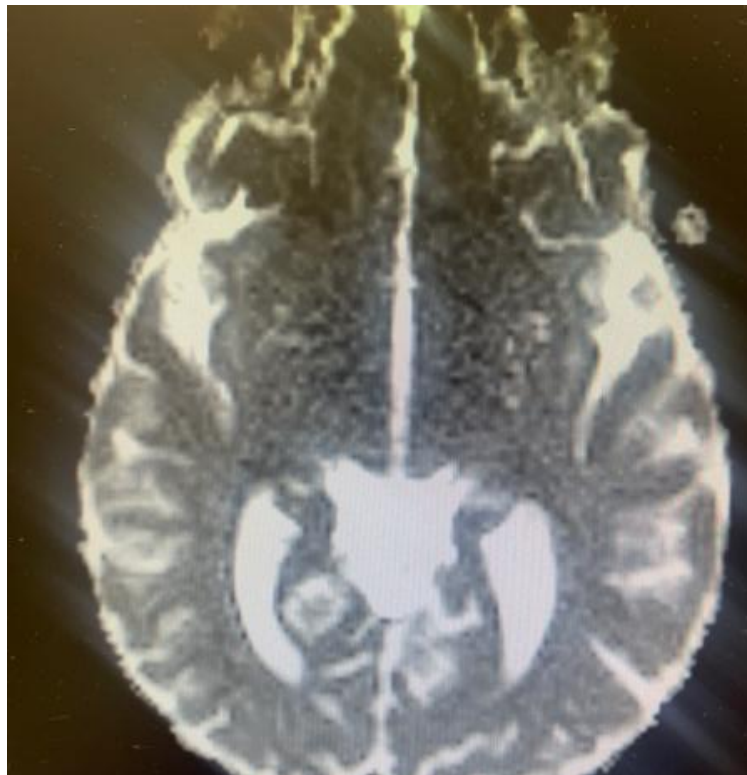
RM cerebral. Mínima señal hiperintensa simétrica adyacente al tercer ventrículo y periacueductal.
